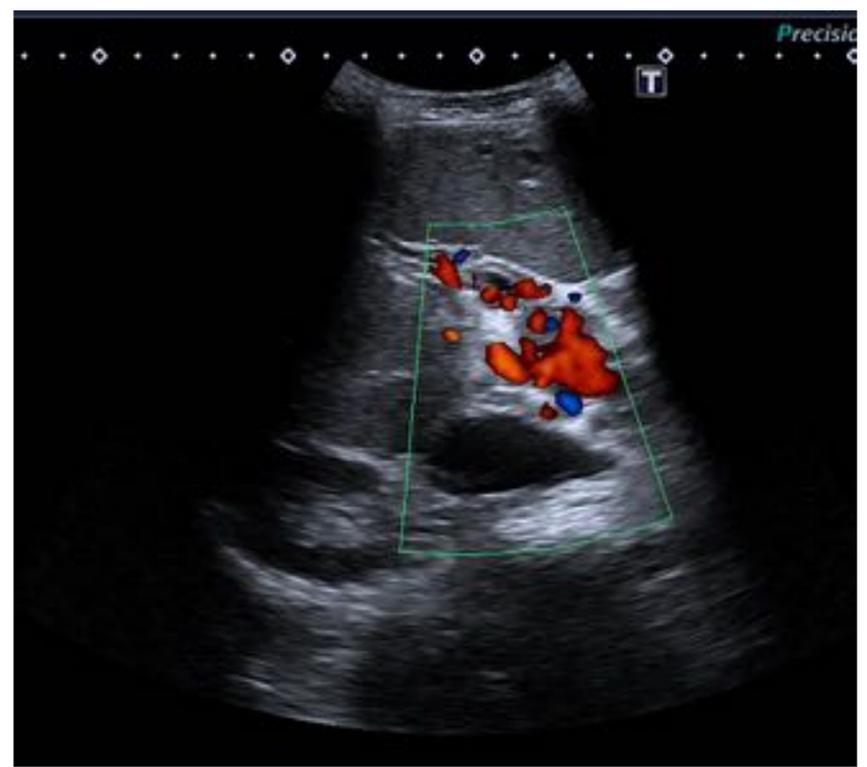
En ecografía en modo B (izquierda) se muestra trombosis de vena portal. La ecografía Doppler color (derecha) muestra una maraña de vasos colaterales a nivel del hilio hepático compatible con una cavernomatosis portal.
